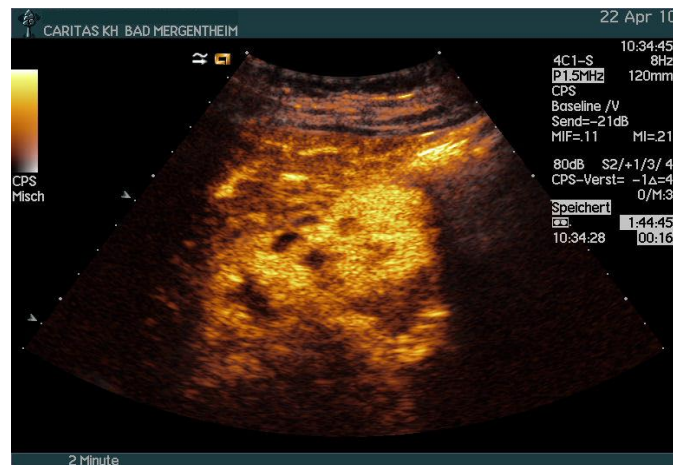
胆囊癌。传统灰阶超声成像在可靠检测这些肿瘤方面的作用往往有限，尤其是在肿瘤较小、弥漫且胆囊腔内缺乏胆汁的情况下。使用这种方法检测胆囊肿瘤
